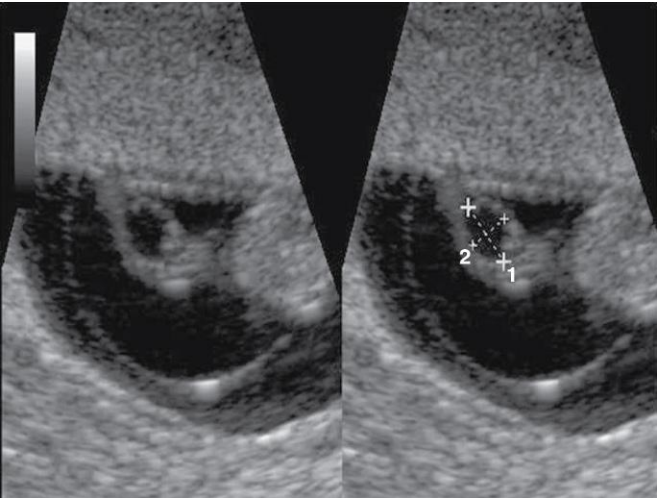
Ecografía correspondiente al cordón umbilical de un feto de 7 semanas en la que se observa un quiste alantoideo (en los calibradores). (Por cortesía del doctor E.A. Lyons, profesor de Radiología, Obstetricia y Ginecología, y Anatomía, Health Sciences Centre, University of Manitoba, Winnipeg, Manitoba, Canadá.)
